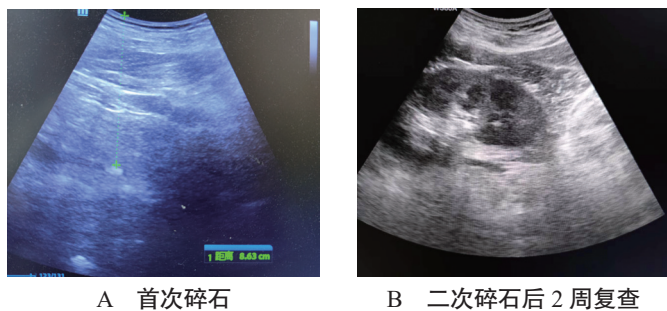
经背侧超声定位体外冲击波碎石术治疗前后B超图
